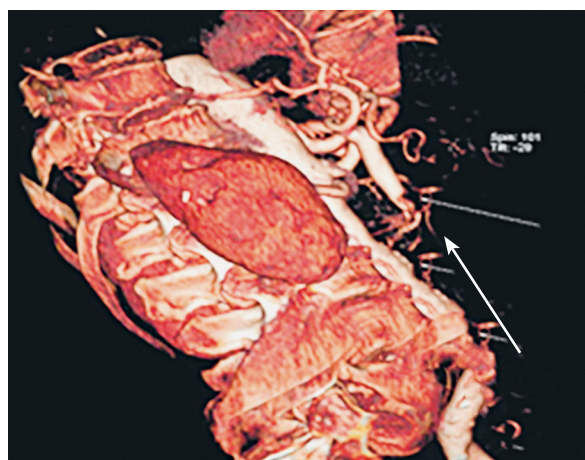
МСКТ в ангиорежиме. Трехмерная реконструкция изображения. Окклюзия верхней брыжеечной артерии во втором сегменте
